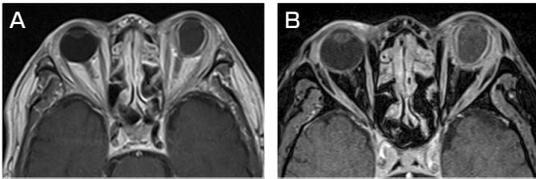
眼窩部MRI，T1WI(A)，造影T1-vibe(B)強膜の著明な造影効果を認める。眼球は楕円形に変形している。
